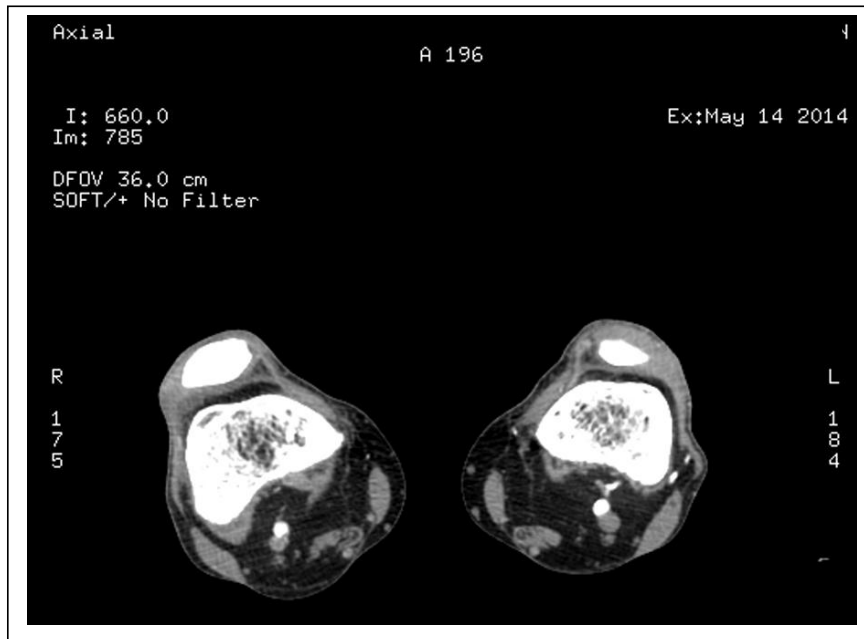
Imagen axial de angio-TC a nivel de la arteria poplítea.
